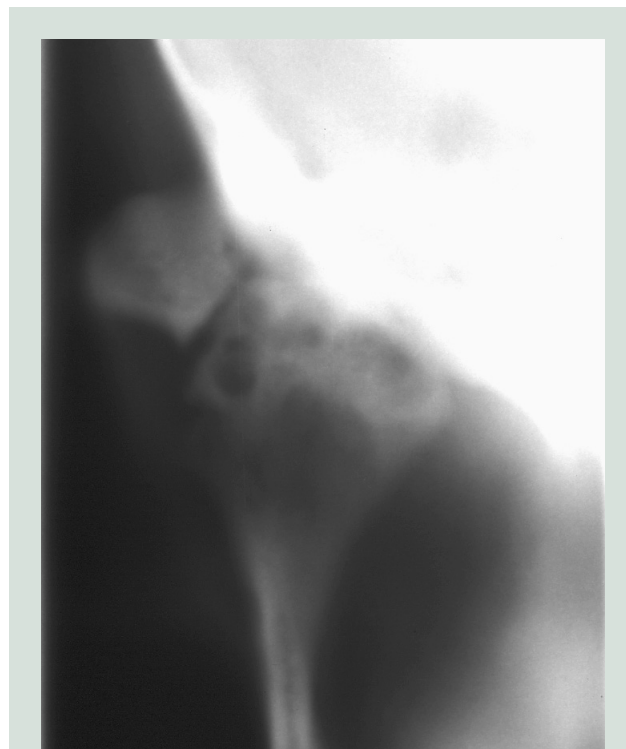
Frontal tomografisk røntgenoptagelse af højre kæbeled med artrotiske forandringer. Kondyl: multiple subkondrale opklaringer og sklerosering; tuberculum articulare: subkondral opklaring.
